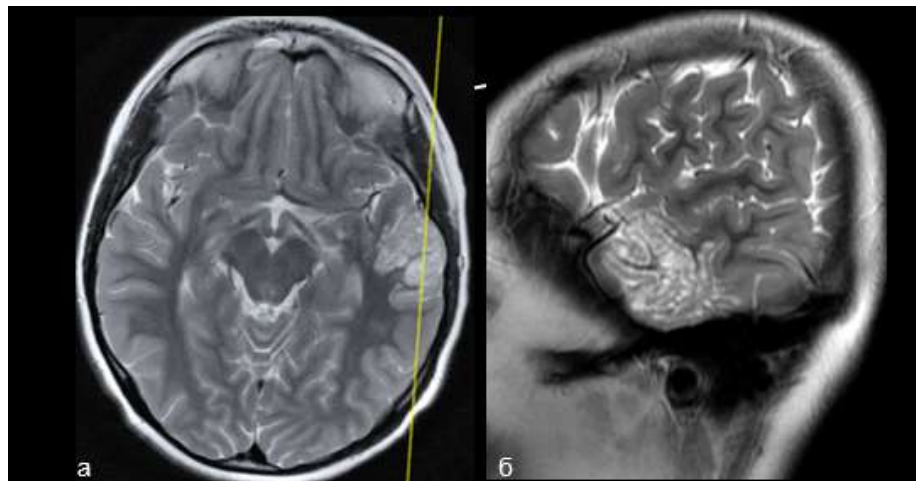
Пациент Б. МРТ головного мозга. В левой височной доле определяется мультикистозная дополнительная структура, локализованная преимущественно в коре, вклинивающаяся в подлежащее субкортикальное белое вещество (а, б)
